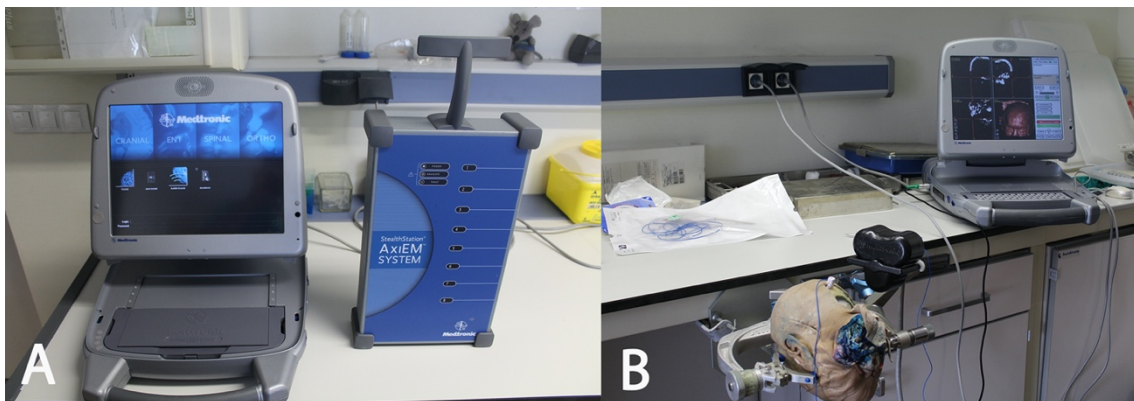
Sistema de neuronavegación magnética utilizado para el registro de medidas indirectas con el sistema Stealth Viz Treon (Medtronic Surgical Technologies, Louisville, CO). Los estudios de TC craneal multicorte realizados en los especímenes fueron previamente cargados en el software del neuronavegador. En la imagen A se muestra la pantalla de neuronavegación y la central de navegación magnética. En la imagen B se muestra el montaje completo del neuronavegador en uno de los especímenes durante la toma de mediciones indirectas.
